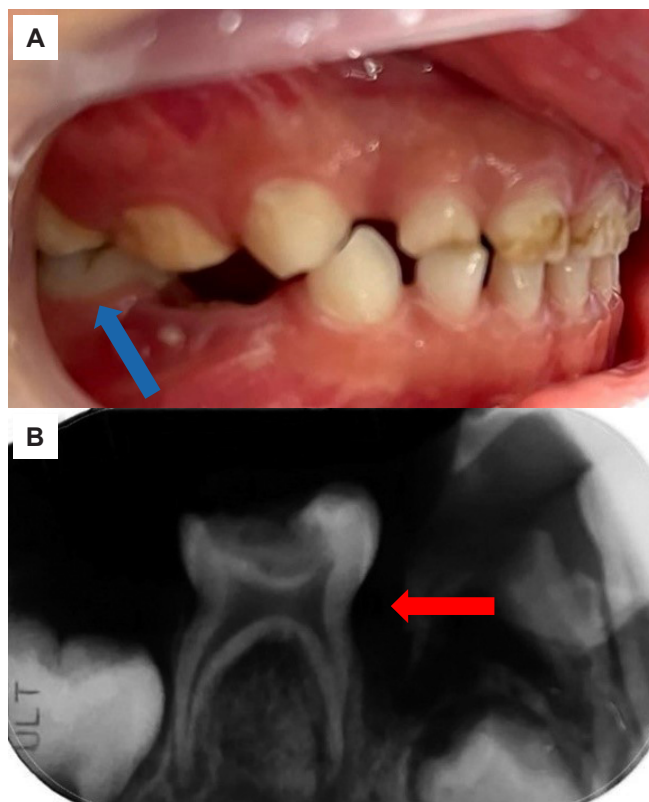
Examen inicial clínico y radiográfico de la pieza 85. A) Fotografía clínica zonal. B) Radiografía periapical antes del tratamiento.
